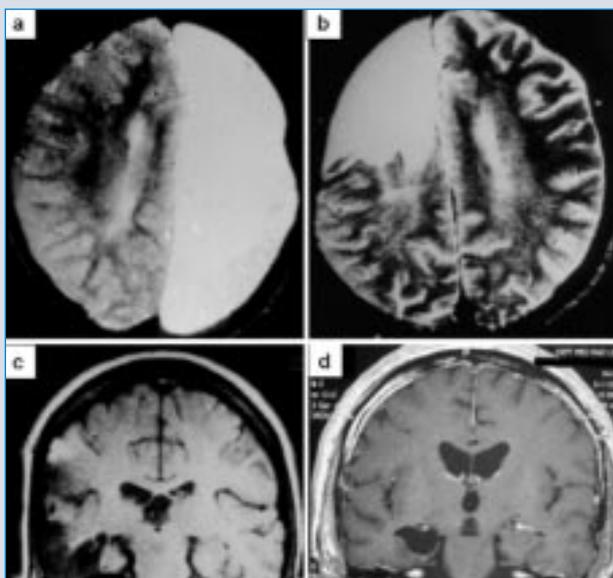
Magnetic resonance images depicting examples of various epilepsy surgeries. (a) Hemispherectomy in a patient with Rasmussen's encephalitis. (b) Frontal lobe resection. (c) Tailored lateral-inferior temporal lobe resection sparing the hippocampus. (d) Selective amygdalohippocampectomy with trans-Sylvian approach [21].
